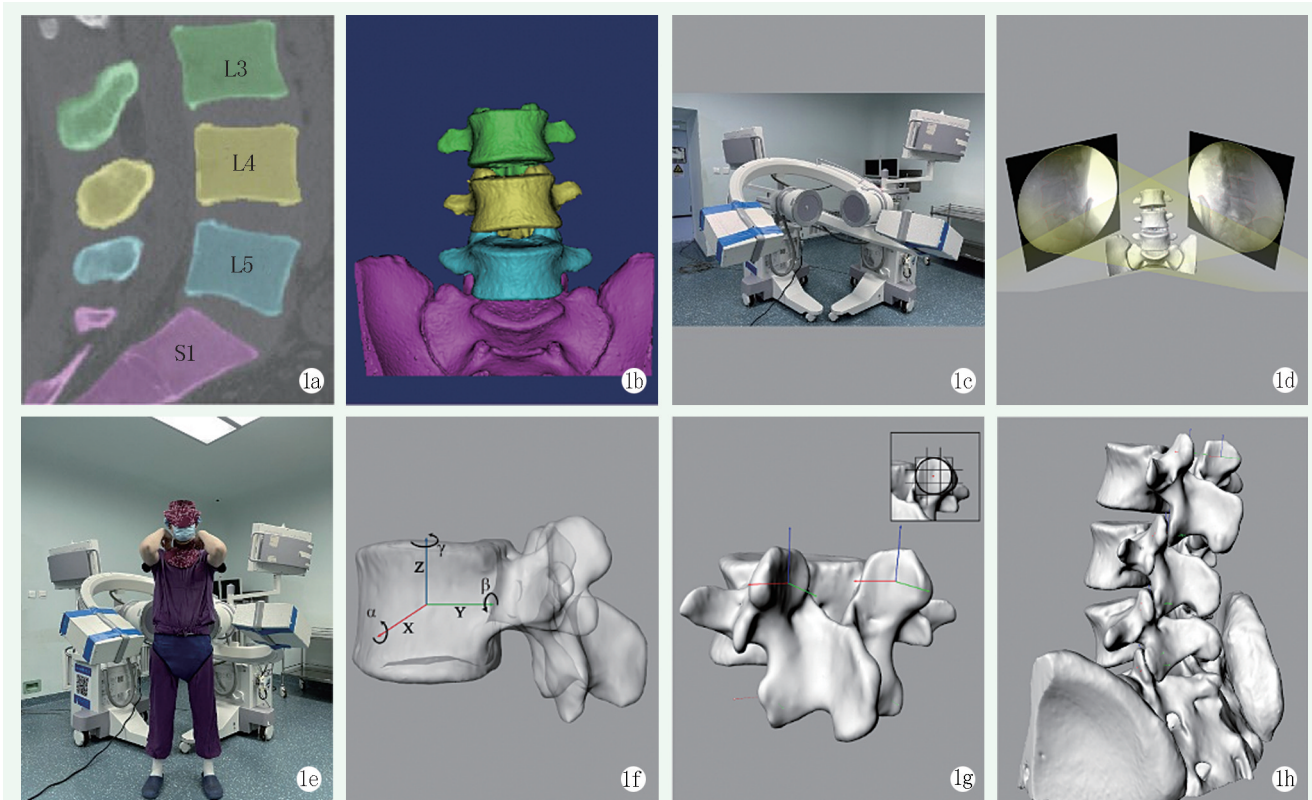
站位活动腰椎小关节三维 CT 测量 1a: 选取建模范围 1b: 建立三维模型 1c: DIFS 系统 1d: 腰椎模型匹配 1e: 腰椎瞬时活动 1f: 椎体中心建立标准笛卡尔坐标系 1g: 在 LFJ 中心建立笛卡尔坐标系 1h: 模型重现、数据处理
